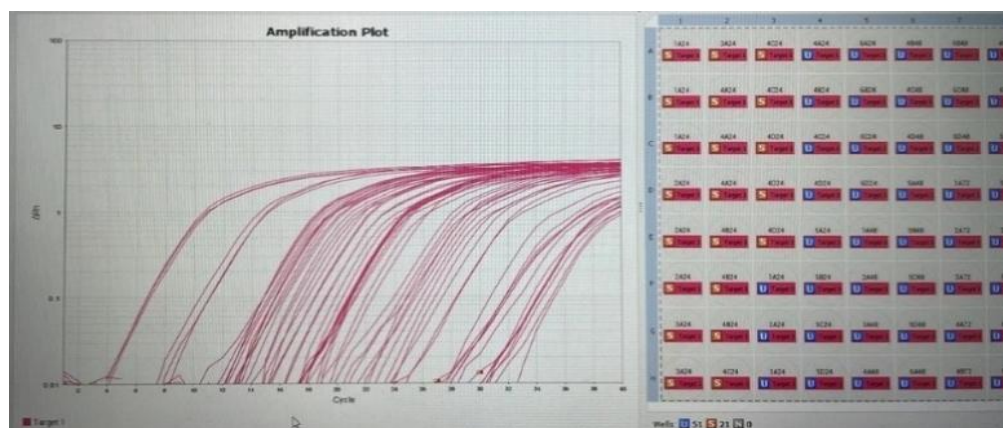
Curvas estándar de la gama de plásmido ZikPan. (A) Referencia de la información del plásmido ZikPan, plásmido y protocolo de RT-PCR desarrollado por (Henriquez. B) (artículo en publicación). (B) kit comercial (Plasmid DNA purification, NucleoBond® Xtra, Macherey-Nagel). (C) procedimiento de extracción. (D) Del Stock del plásmido de 200 μL , se tomó 20 μL y se diluyó en 66.74 μL de H_2O , para que quedará 1×10^7 copias por μL , siendo el valor más concentrado de la gama. (E) Para probar la gama de plásmido se realizó diluciones seriadas de 1×10^7 hasta 1×10^1 . Se hizo una RT-PCR en donde se sirvió cada muestra por triplicado como se muestra en la corrida. Las curvas de menor CT (que aparecen antes) corresponden a las diluciones más concentradas de plásmido.
